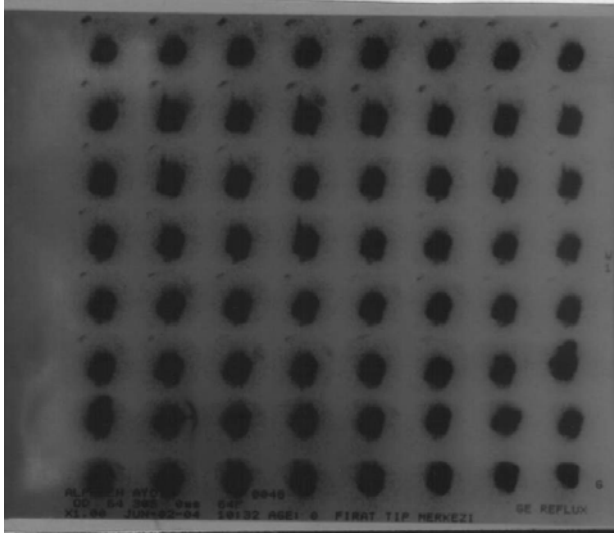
ve 2'de, grup I / 4 nolu hastaya ait pozitif GÖRH-sintigrafisi ile aynı hastaya ait göğüs radyografisinde bilateral retiküler infiltratlar görülmektedir.
